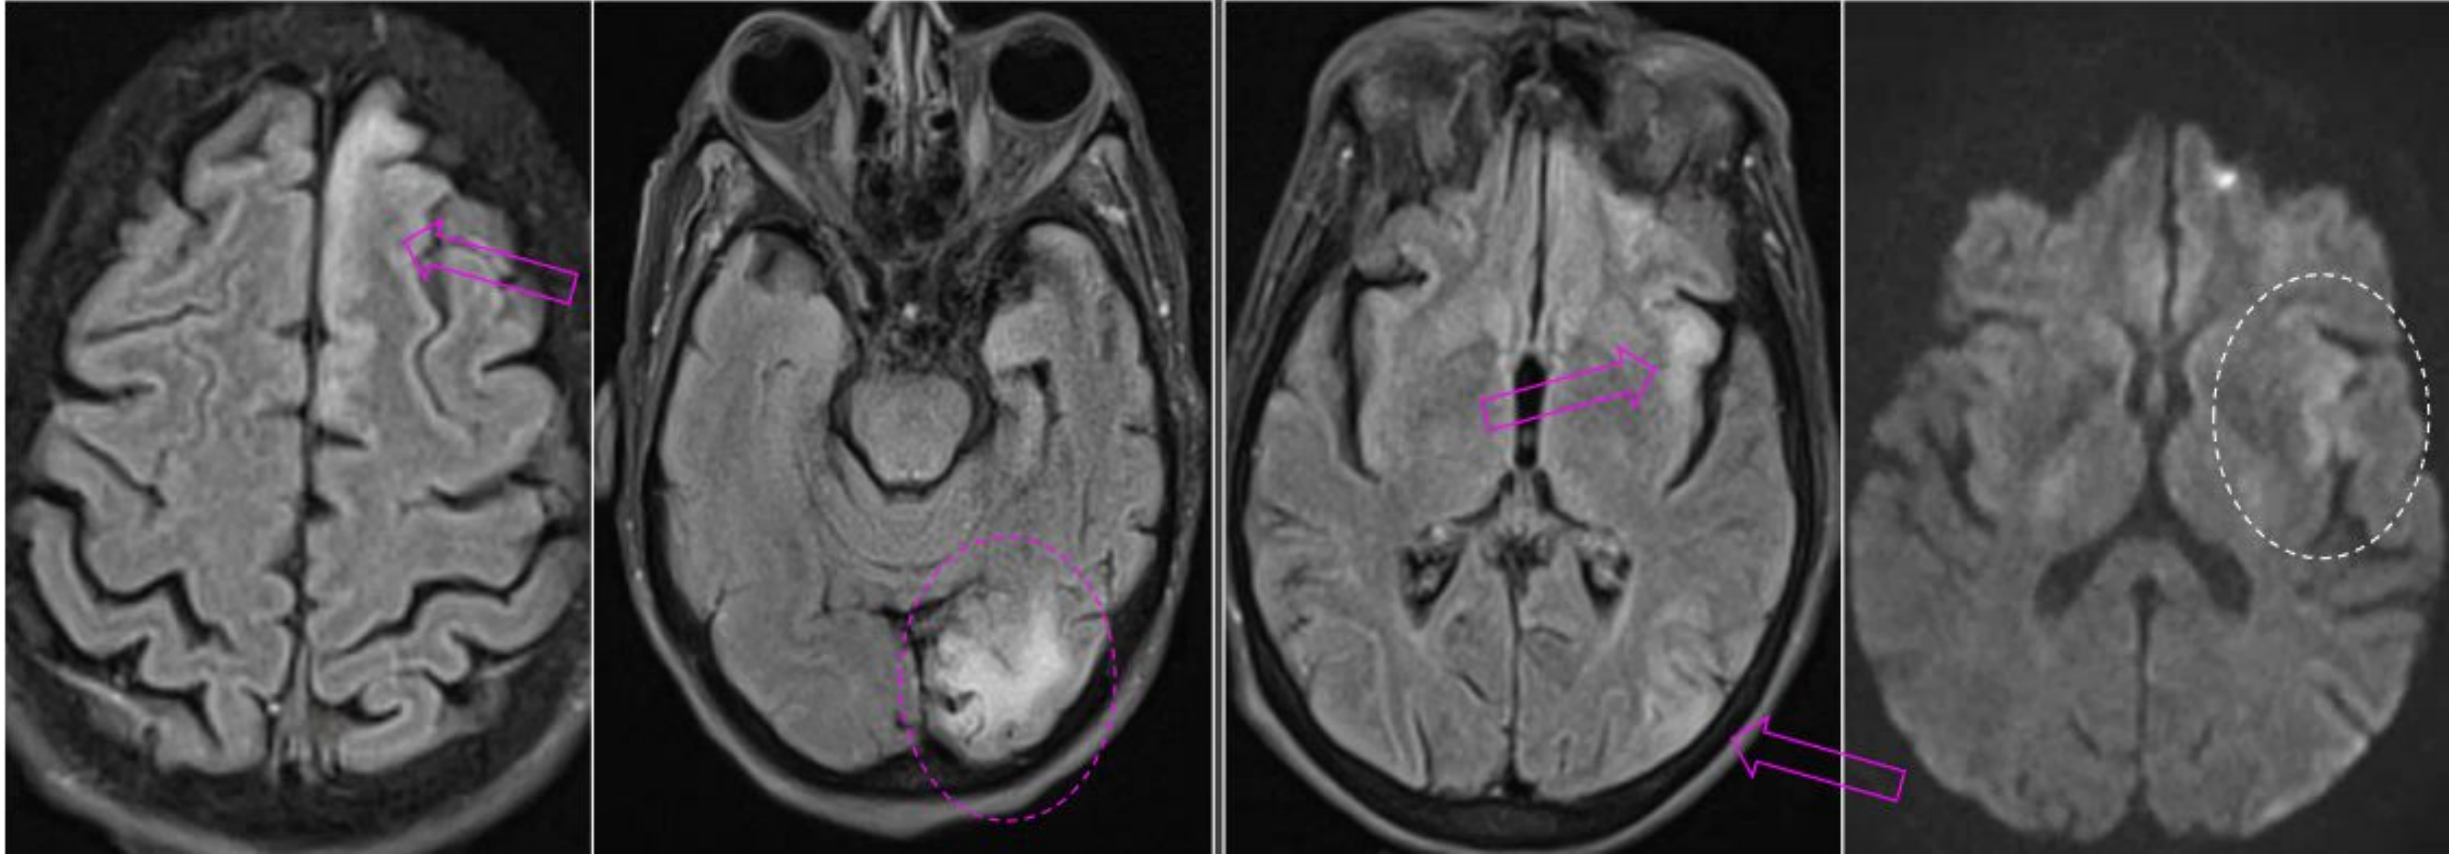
Encefalitis de Rasmussen. Fase aguda: lesiones hiperintensas en T2-FLAIR en el hemisferio izquierdo (flechas moradas) con pequeñas áreas de restricción en secuencia de difusión (círculo blanco).
